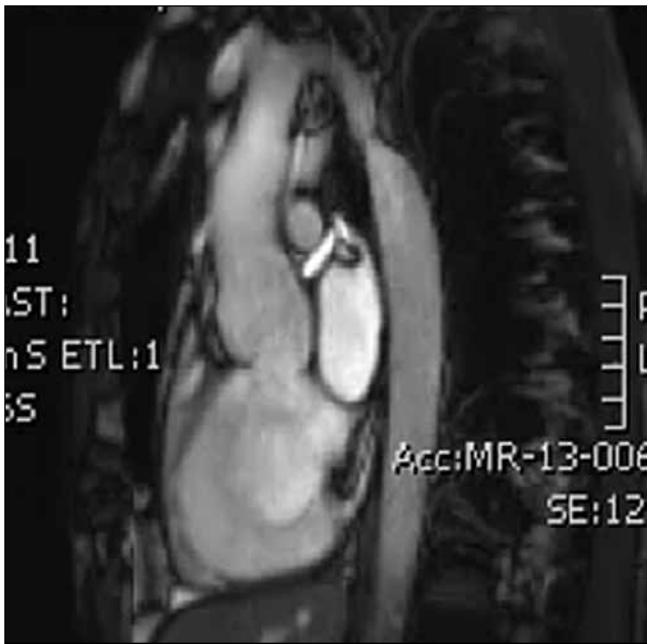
Cardiac MRI showing aortic coarctation at level of the isthmus
